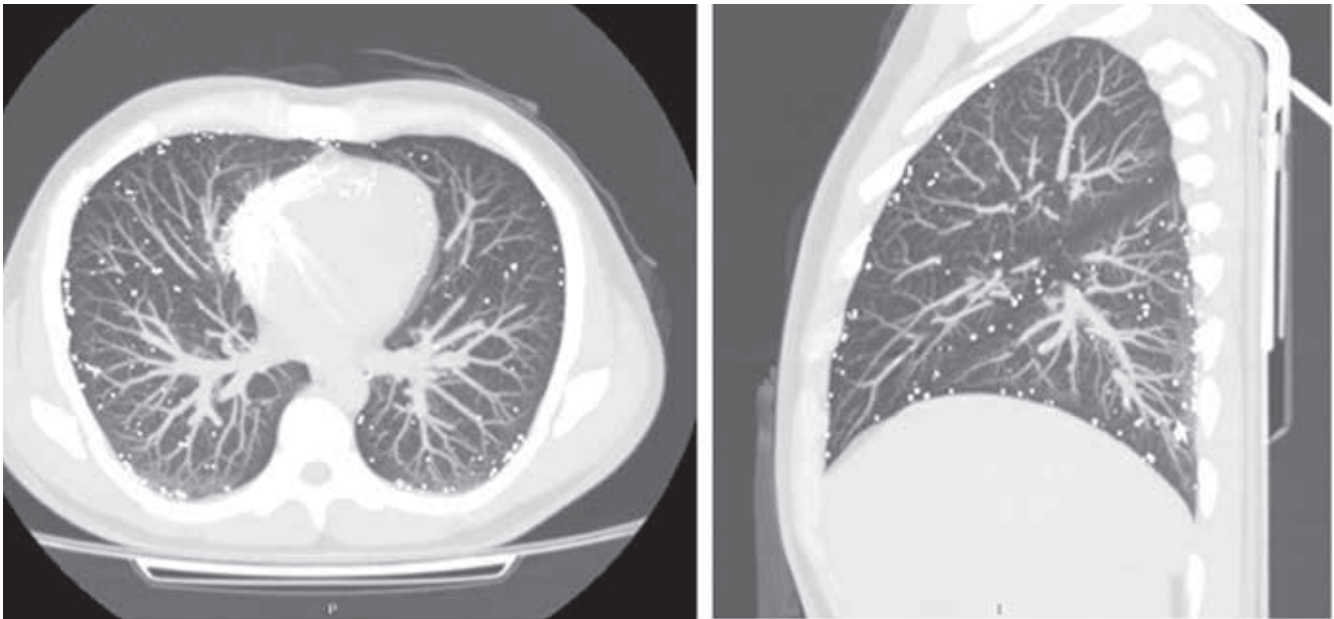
Пациент С., 24 лет. МСКТ грудной полости, реконструкция аксиальных изображений.
